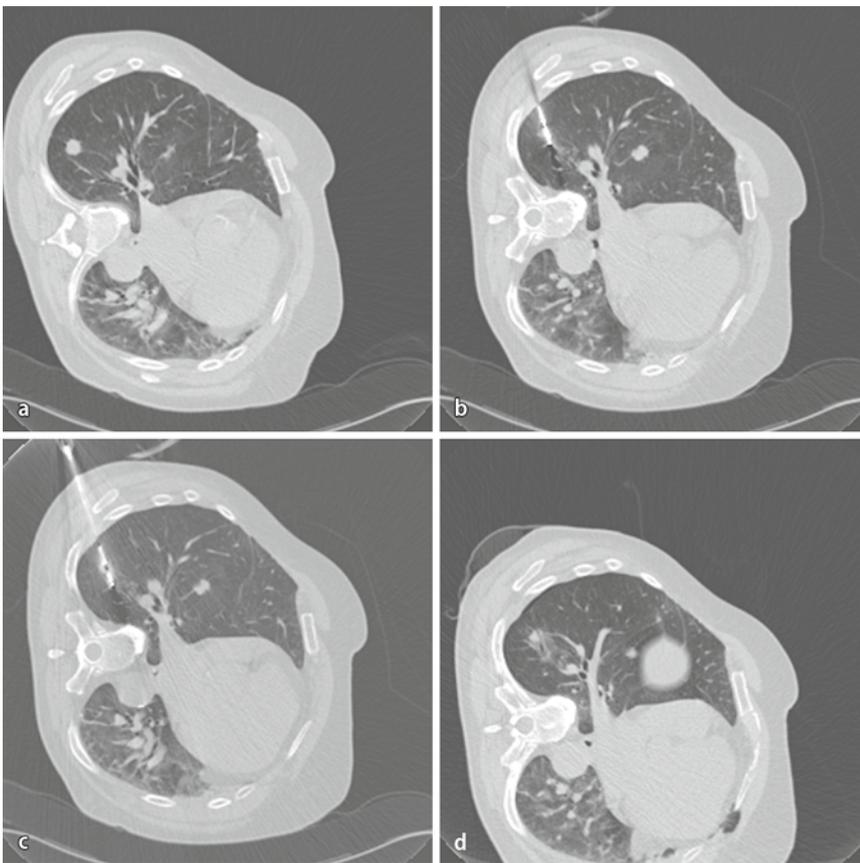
▲ Fallbericht 3, a natives CT in Seitenlage mit Dokumentation der Raumforderung pulmonal im Unterlappensegment 9 rechtsseitig, Größe 8 mm, b CT-gestützte Applikation der Mikrowellenablationssonden, c CT-Volumetrie und -Navigation sowie CT-Online-Kontrolle während der Ablation: zunehmender „ground glass“, zunehmende Destruktion des pulmonalen Herdes, 10 min nach Applikation von 45 W der Mikrowellenenergie, d Endkontrolle nach Entfernung der Ablationssonde, weitere Erläuterungen s. Text
